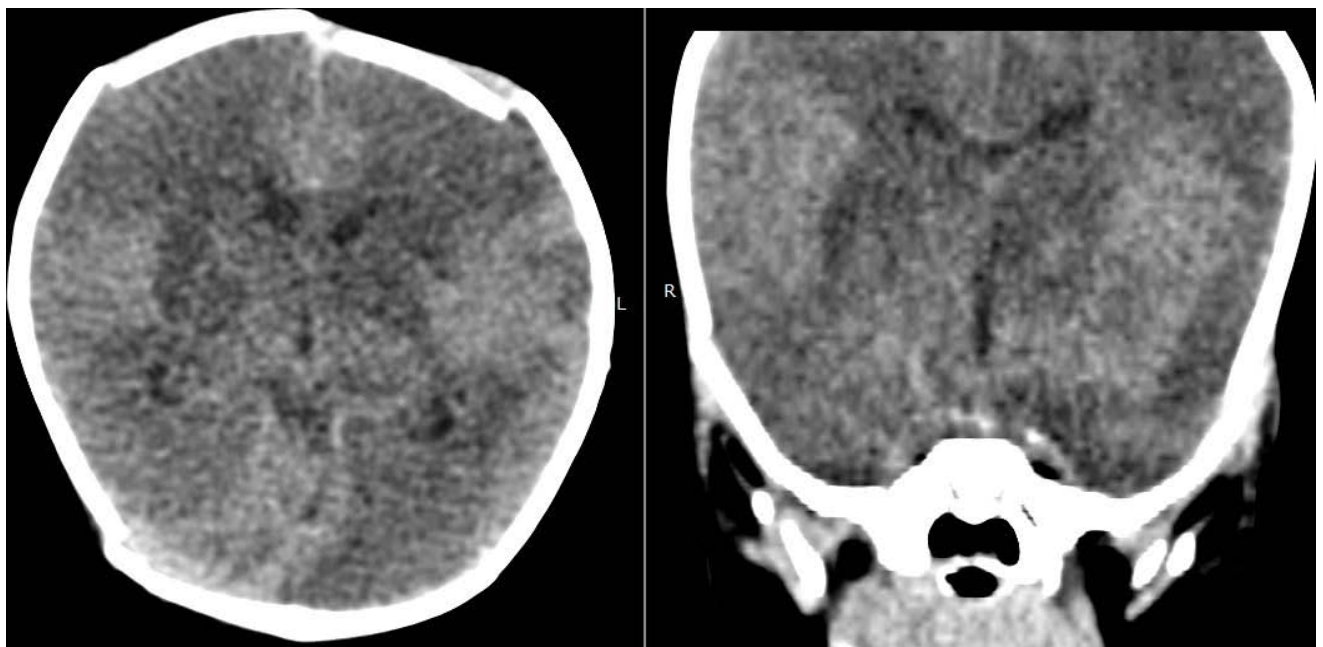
TDM Cérébrale : hypodensité des NGC d'origine toxique + hypodensité cortico-sous-corticale diffuse
